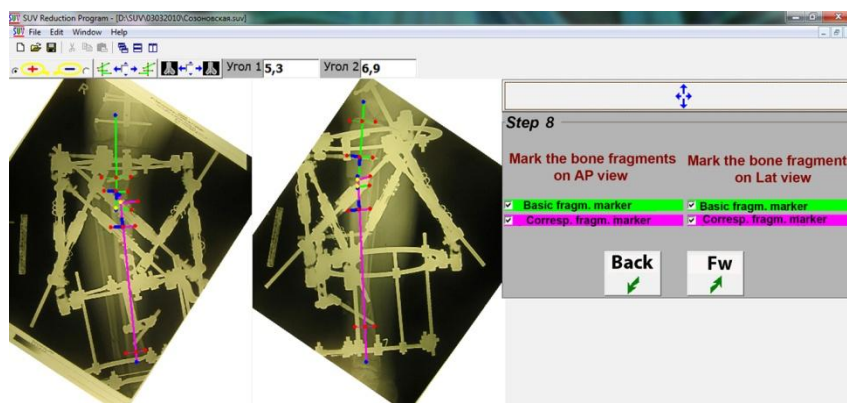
Шаг 8. Отмечены оси фрагментов на прямой и боковой рентгенограммах
